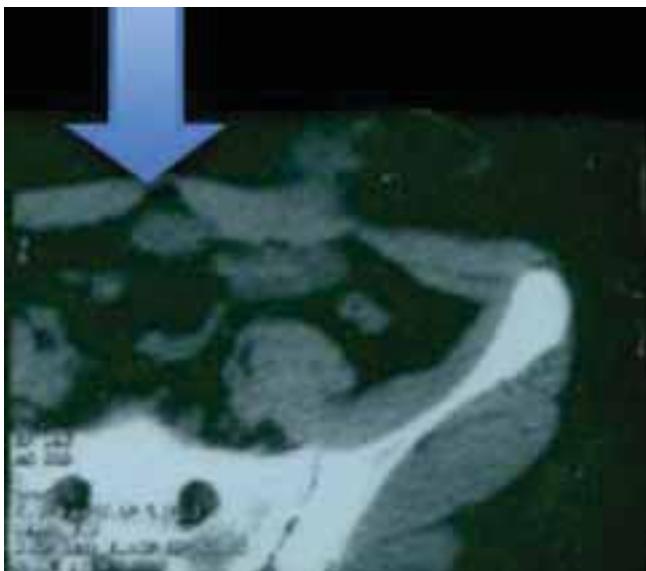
Tomografía simple en la que se aprecia trayecto fistuloso y en la línea media se aprecia la imagen del quiste no detectada.
